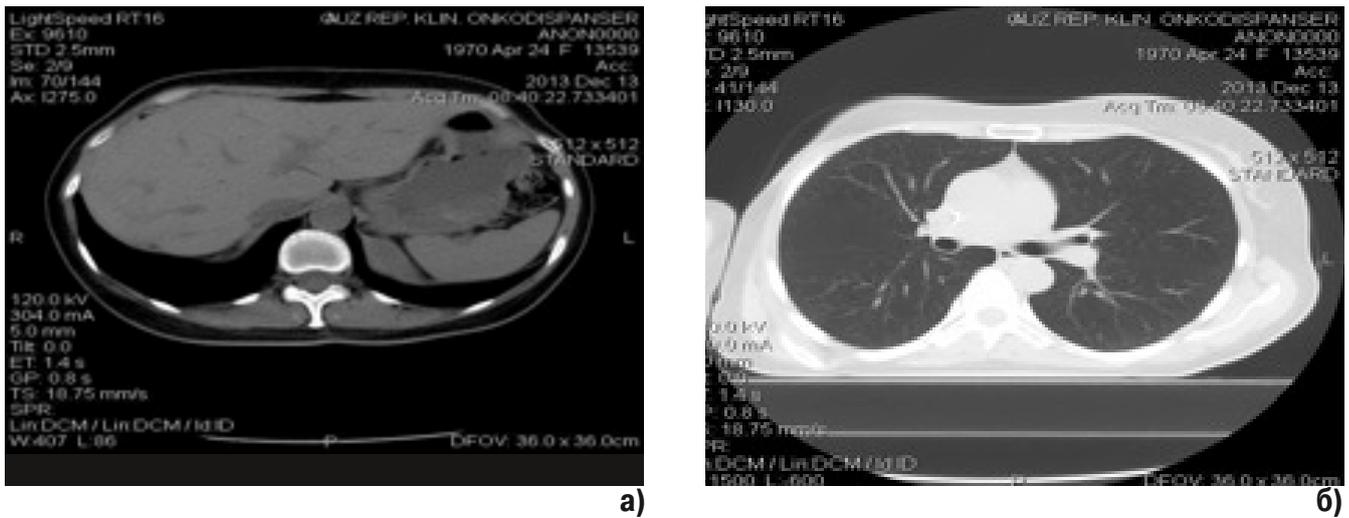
Компьютерная томография органов брюшной полости (а), органов грудной клетки (б) пациентки Б.А.Ф. от 13.12.2013
